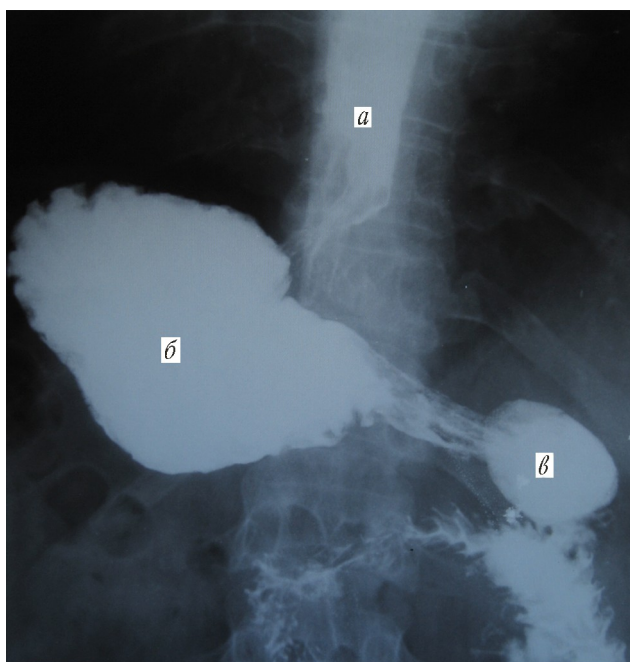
Рентгеногастрограмма (в положении лежа на животе) больной Д., 52 года, 5-е сут после комплексной хирургической реабилитации эзофагогастродуоденального комплекса: а — дистальный отдел пищевода; б — тело желудка; в — препилорический карман
